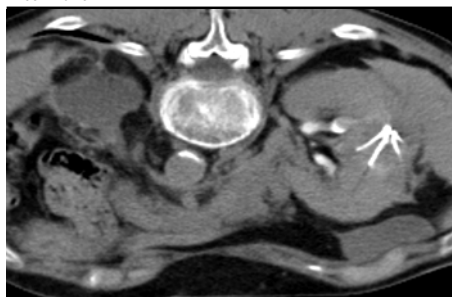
CT nález bilaterálních tumorů, vlevo krvácející tumor s perirenálním a pararenálním hematodem
